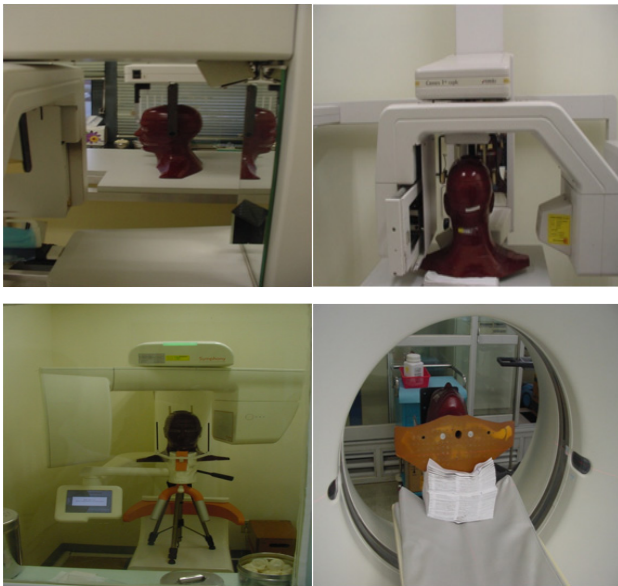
Phantom position of dental radiography
